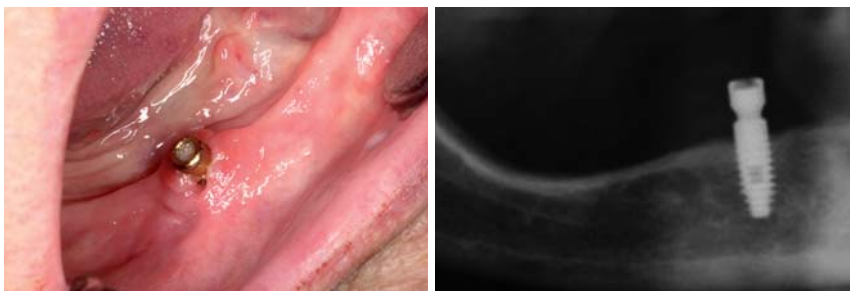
Klinisches Bild einer Mukositis. – Abb. 2: Dazugehöriges Röntgenbild.
